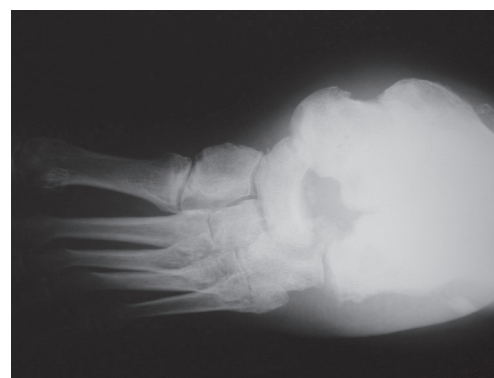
Radiographie de face, stade 3 de Eichenholz, type III de Sanders.
